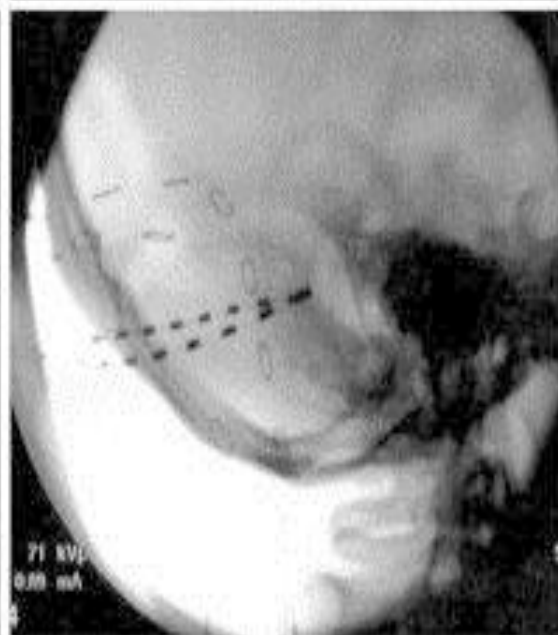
(a) A sketch showing position of a percutaneous quadrapolar electrode for treatment of occipital neuralgia. (Courtesy of Richard L. Weiner, M.D., Dallas Neurological Associates, 8230 Walnut Hill Lane, Suite 220, Dallas, TX 75231, USA). (b) Radiograph showing an occipital nerve electrode from an oblique projection. (Courtesy of Joshua Prager, M.D., 100 UCLA Medical Plaza, Suite I 760 SP, Los Angeles CA 90095, USA).
